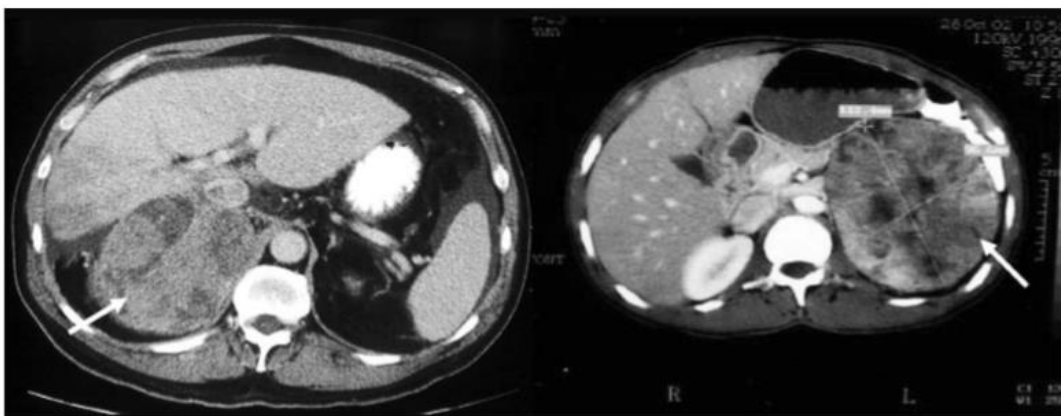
TAC sin contraste que muestra carcinomas adrenales heterogéneos.
